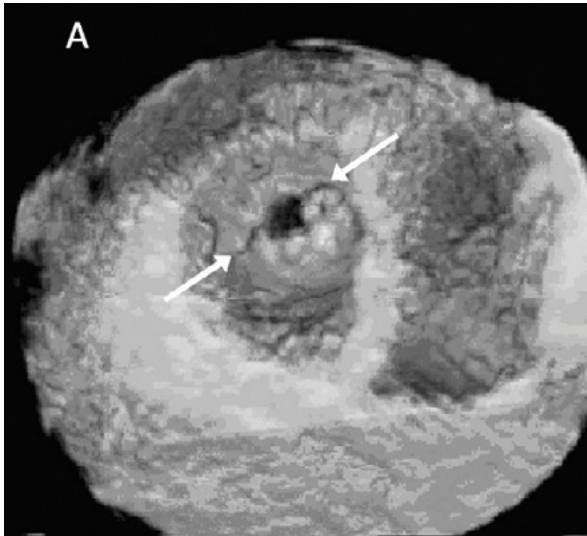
A: visualización del orificio mitral mediante ecocardiografía tridimensional, desde el lado ventricular. Obsérvese la fusión de las comisuras (flechas), sugestiva de que esta válvula sería una candidata idónea para la valvulotomía percutánea.
